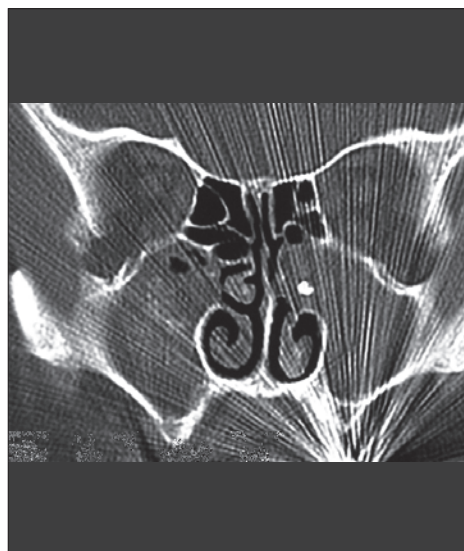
Фрагмент компьютерной томограммы. Полипозные разрастания слизистой оболочки ВЧП, грибковые тела. В полости левой ВЧП визуализируется тень повышенной контрастности с нечеткими контурами – фрагмент стоматологического пломбировочного материала
